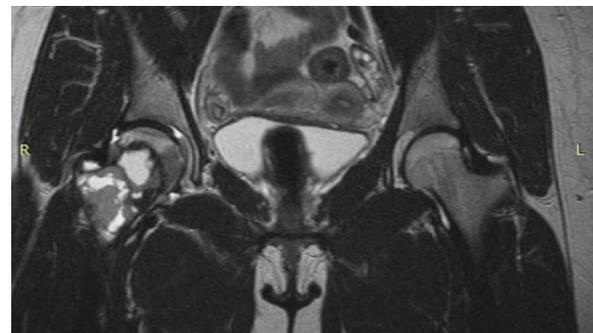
МРТ-исследование (T2) (09.2021): отмечается неоднородность структуры (с участками изо- и гиперинтенсивного сигнала) новообразования верхней трети правой бедренной кости
